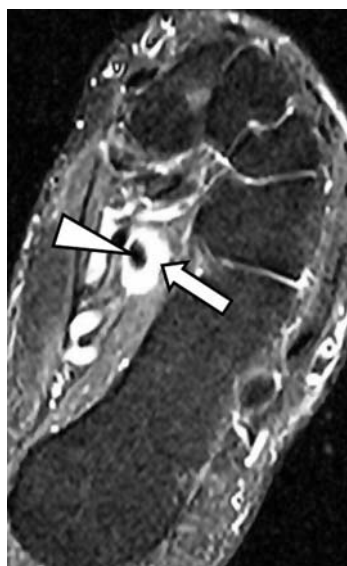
Теносиновит короткого сгибателя большого пальца стопы. На FS PD FSE томограмме в косо́й аксиальной проекции определяется выпот по ходу оболочки сухожилия короткого сгибателя большого пальца (обычная стрелка). Сухожилие характеризуется нормальным гипоинтенсивным сигналом (треугольная стрелка).
